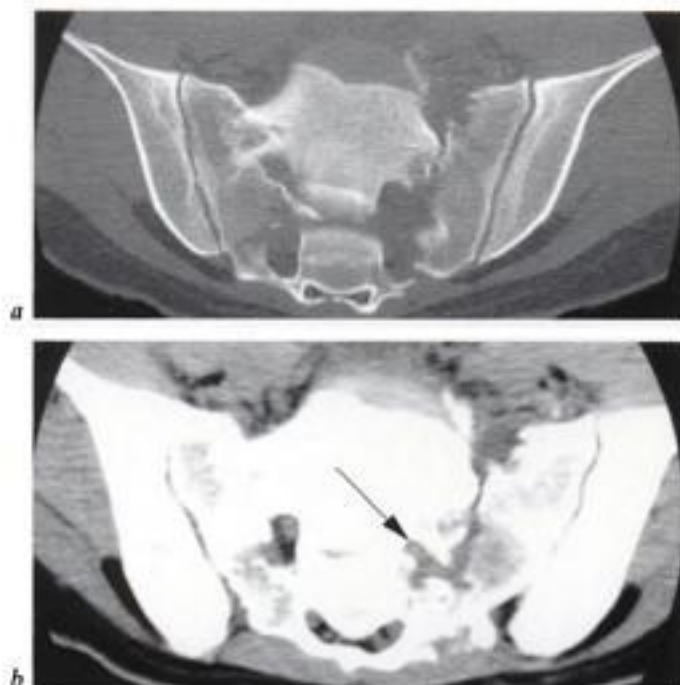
Traumatisme sacré. Coupes TDM par le sacrum a) en fenêtre osseuse et b) tissus mous : fractures des deux ailerons sacrés, touchant les trous sacrés de façon plus évidente à gauche, avec déformation de leurs contours et infiltration périradiculaire (flèche en b).
